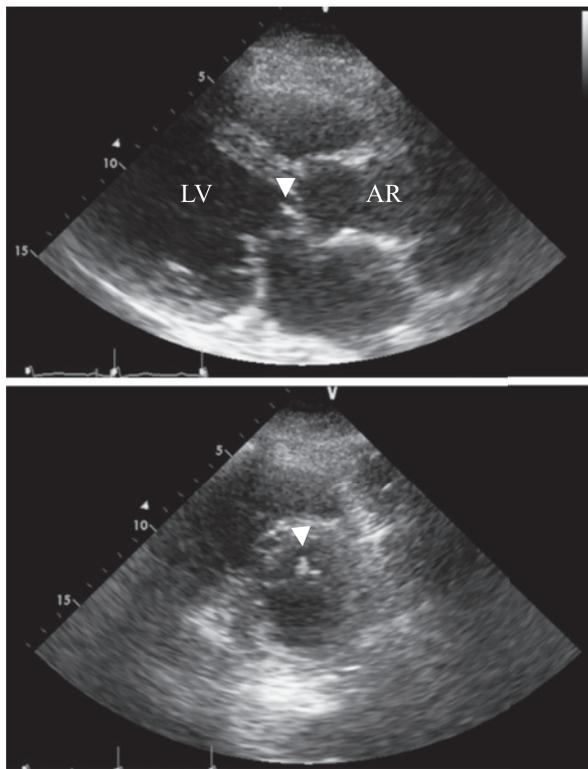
Echocardiography showing a severely damaged aortic valve and a vegetation-like structure on the valve (white arrows). LV: left ventricle. AR: aortic root.
